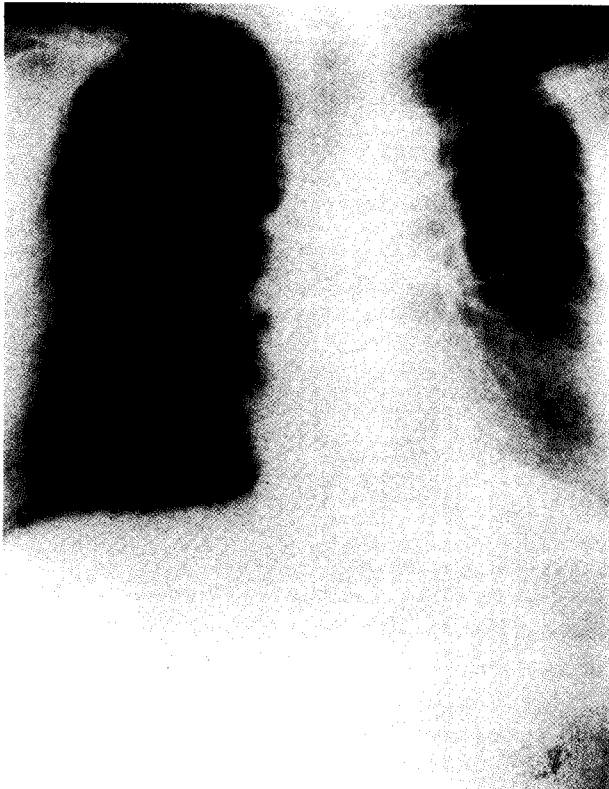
Postoperative chest X-ray shows improving right upper lobe consolidation and normalized mediastinal shift. (case2)
